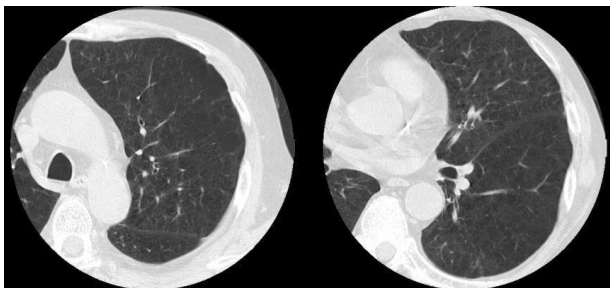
生前CT像。肺野全体で、気腫性変化を認めた。
